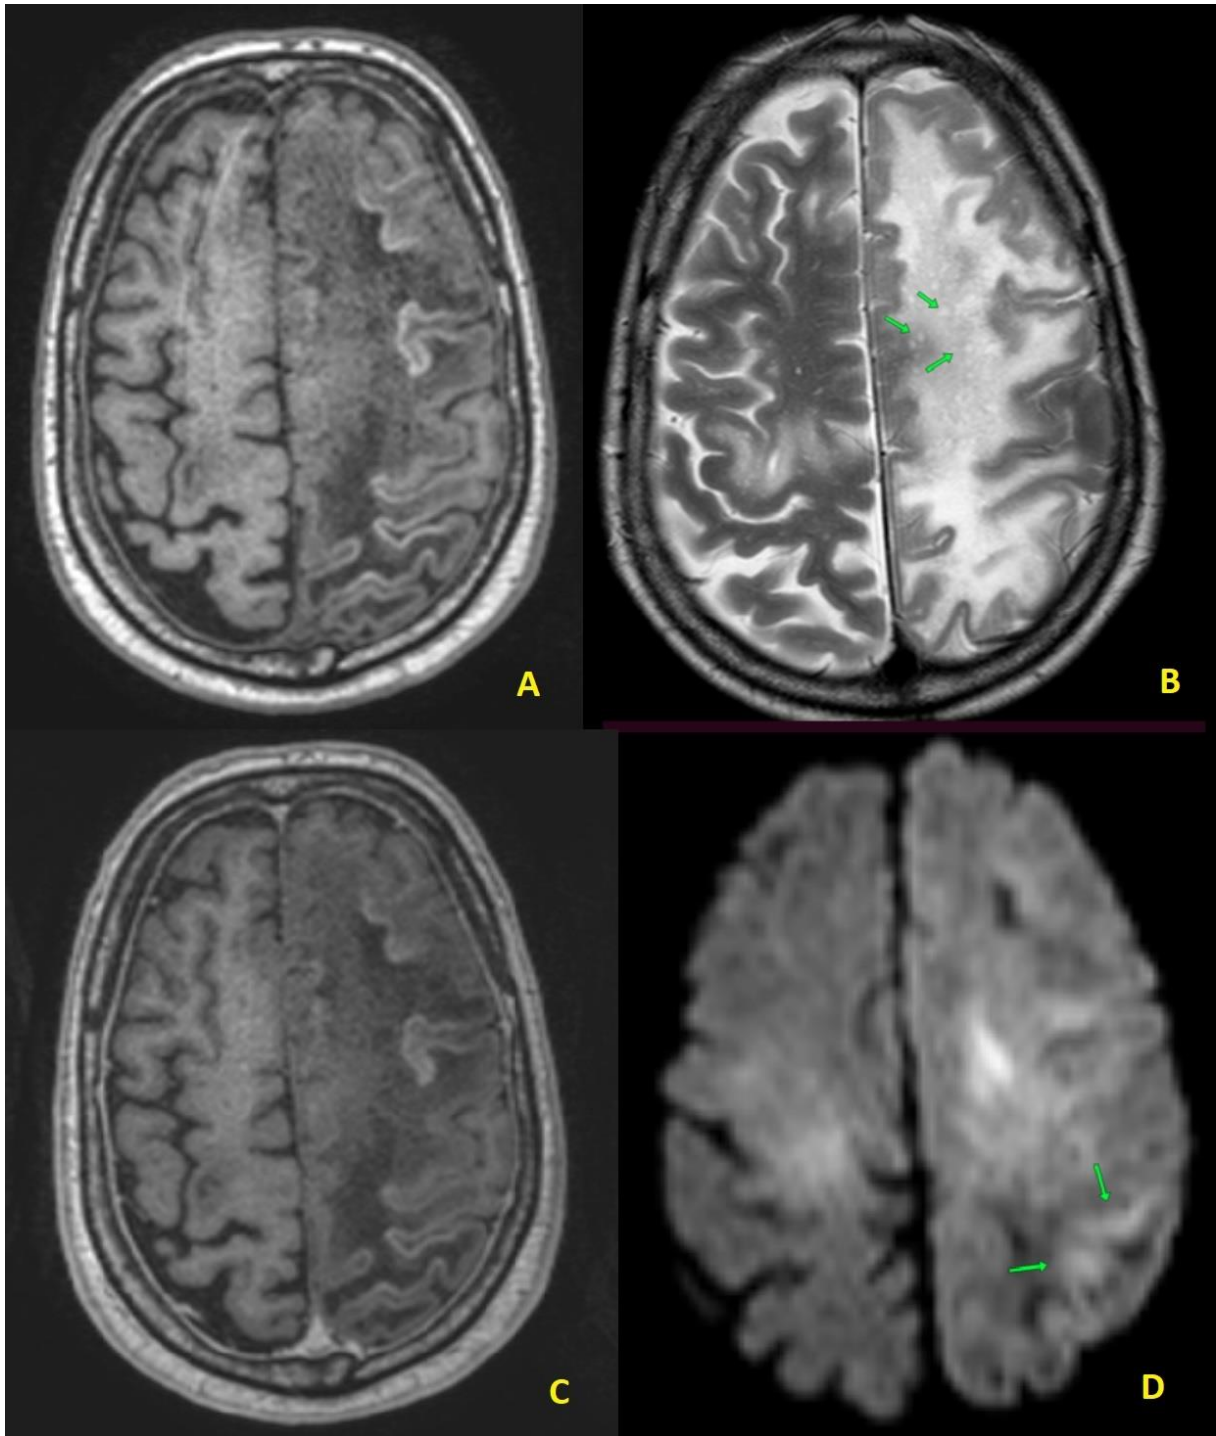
Sexo masculino, PCR negativo para o JC no LCR. Lesões grandes e confluentes no hemisfério cerebral esquerdo, com prolongamento T1 (A) e T2 (B), sem realce pós-contraste (C) e com áreas de hipersinal DWI na periferia (setas em D). Em meio à lesão na ponderação T2 se observam muitos pontos de intensidade de sinal alta (milky way, setas em A). Também se observa encurtamento T1 na periferia das lesões.
